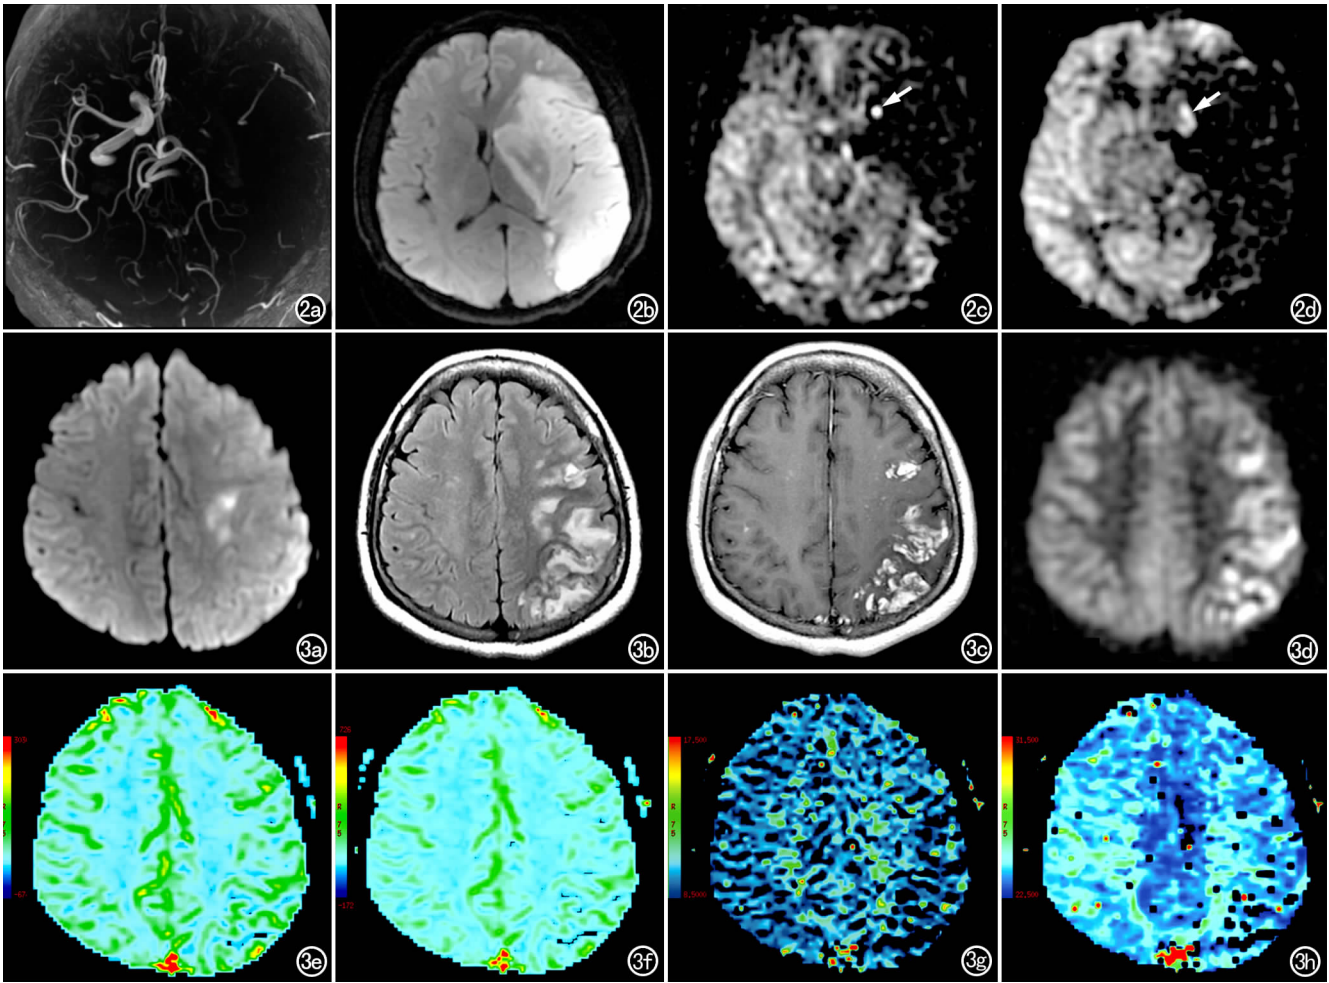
突发言语不清、右侧肢体无力伴意识障碍 4 天,左侧颞顶枕叶大面积脑梗死。a) MRA 示左侧颈内动脉及左侧大脑中动脉未见明显显示; b) DWI 示左侧大脑中动脉供血区域呈均匀高信号; c) 3D-ASL 图显示左侧大脑半球楔形低信号灶,范围较 DWI 上稍大,左侧大脑中动脉走行区有圆形高信号影(箭); d) 3D-ASL 图不同层面显示左侧大脑中动脉走行区高信号影(箭)。图 3 突发右侧肢体麻木无力 20 天,左侧额顶叶大面积脑梗死。a) DWI 示左侧半卵圆中心及额顶叶有少许斑片状高信号; b) T₂ FLAIR 示左额顶叶可见高信号灶; c) 增强扫描示左额顶叶脑回样明显强化; d) 3D-ASL 图显示相同部位大片状高灌注信号; e) PWI-CBF 图未见明显异常; f) PWI-CBV 图未见明显异常; g) PWI- MTT 图未见明显异常; h) PWI-TTP 图示左侧额顶叶达峰时间稍缩短。
